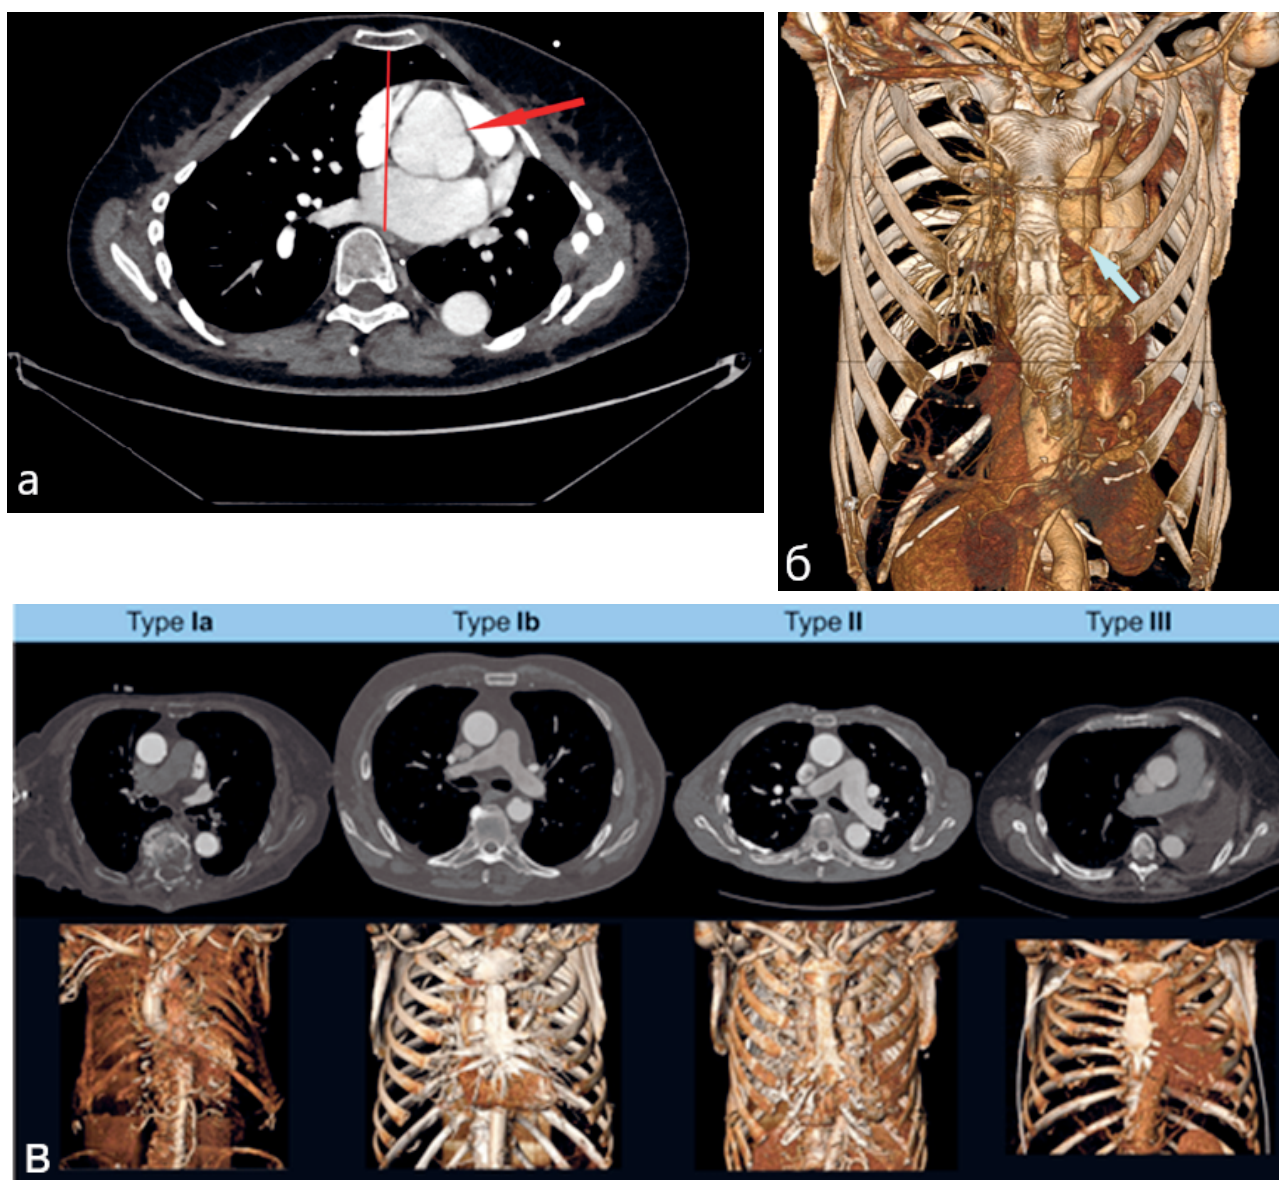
а - МСКТ грудного отдела аорты. Смещение корня аорты влево, б – МСКТ грудного отдела аорты. Смещение корня аорты влево (3D-реконструкция), в - Van Praet classification.
